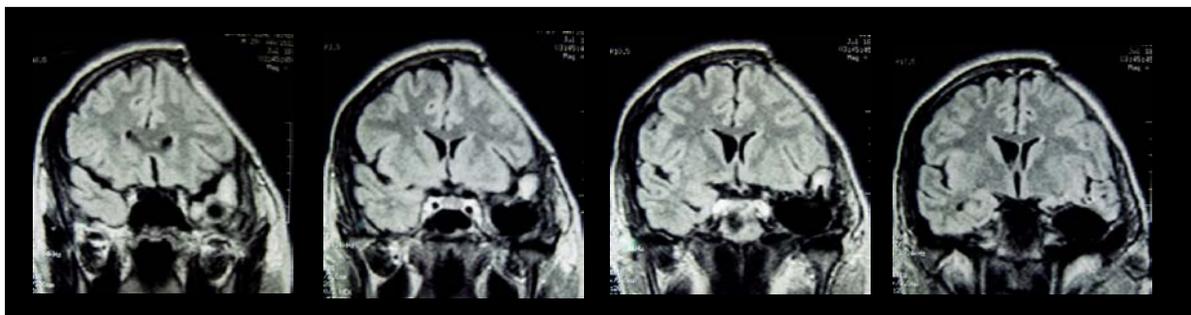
Resonancia Magnética post-quirúrgica de GG-I. En estos cortes coronales se puede observar la extensión de la ablación del lóbulo temporal.
